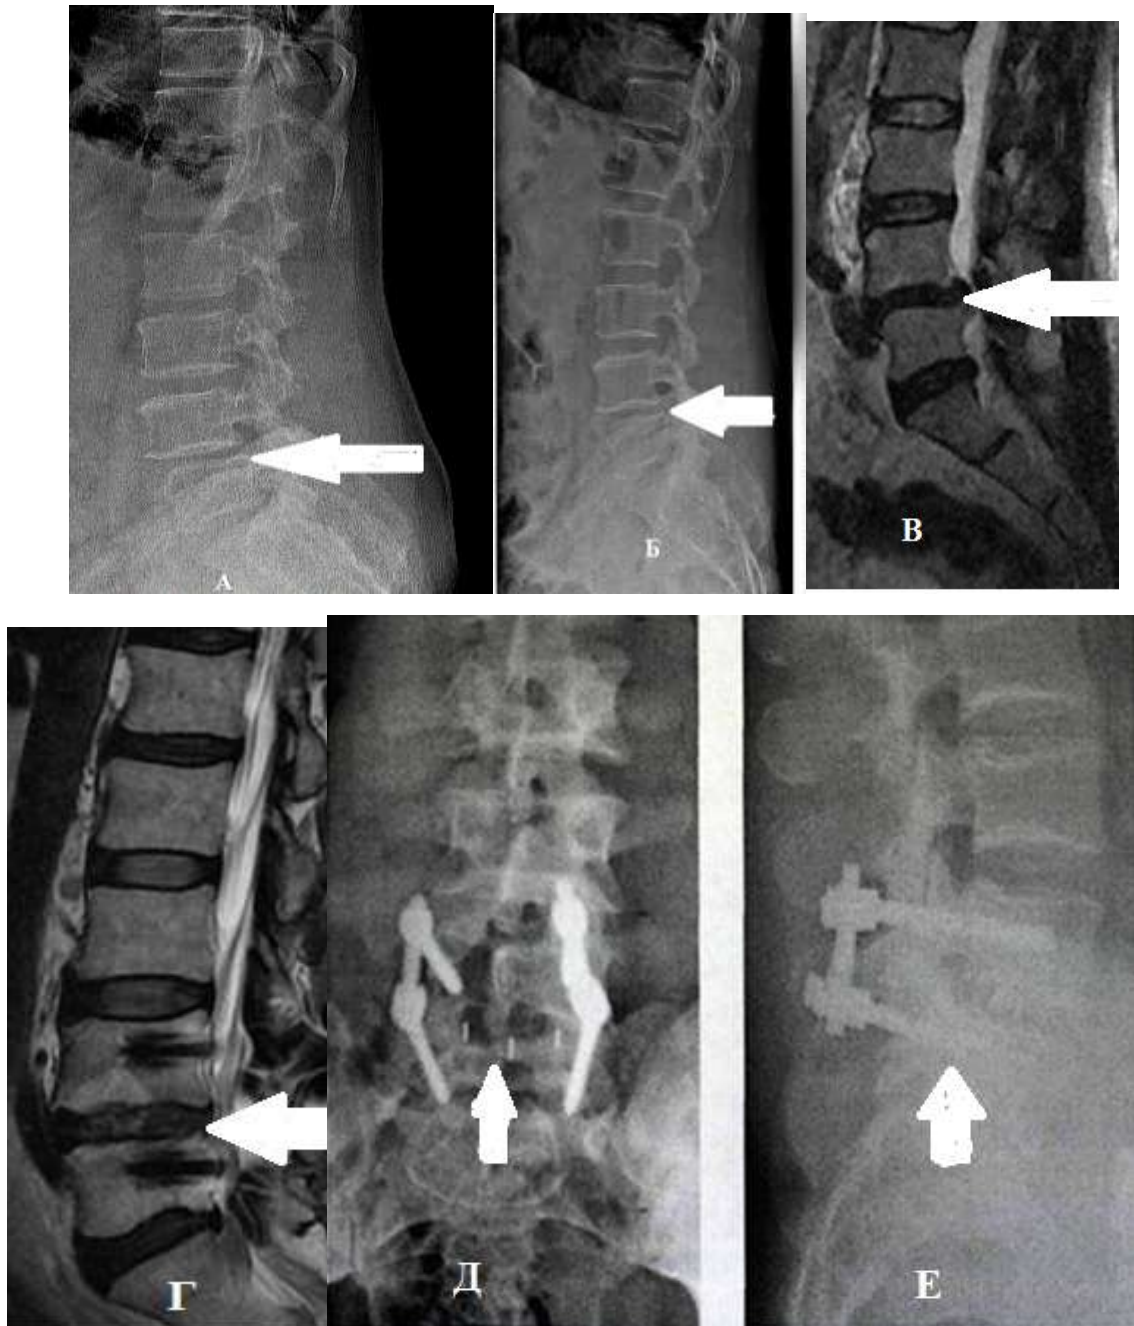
Рентгенографические исследования поясничного отдела позвоночника А – сгибание, Б – разгибание, В – МРТ поясничного отдела позвоночника до операции, Г – МРТ поясничного отдела позвоночника после операции боковая проекция с наличием ТПФ через 6 месяцев Д, Е – рентгенография поясничного отдела позвоночника, через 24 месяца после операции с наличием ТПФ (указаны стрелками)
